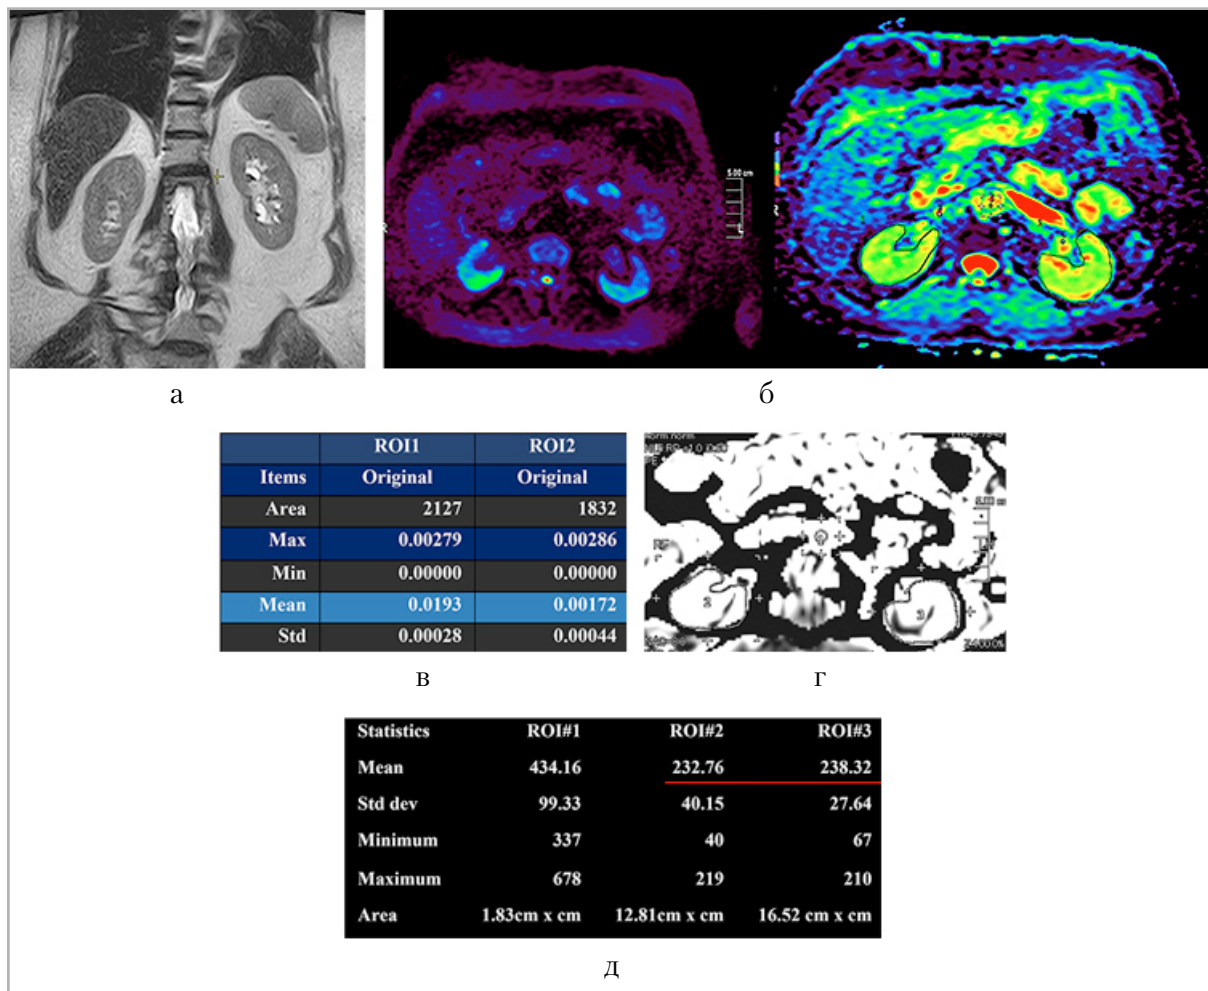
МР-томограммы почек пациентки 59 лет: а — корональная проекция, режим Т2-ВИ; б — качественные показатели ДВИ почек; в — количественные показатели ДВИ почек: ROI1 — правая почка, ROI2 — левая почка; г — серошкальная карта ASL-перфузии почек; д — количественная карта ASL-перфузии почек: ROI#1 — аорта, ROI#2 — правая почка, ROI#3 — левая почка
